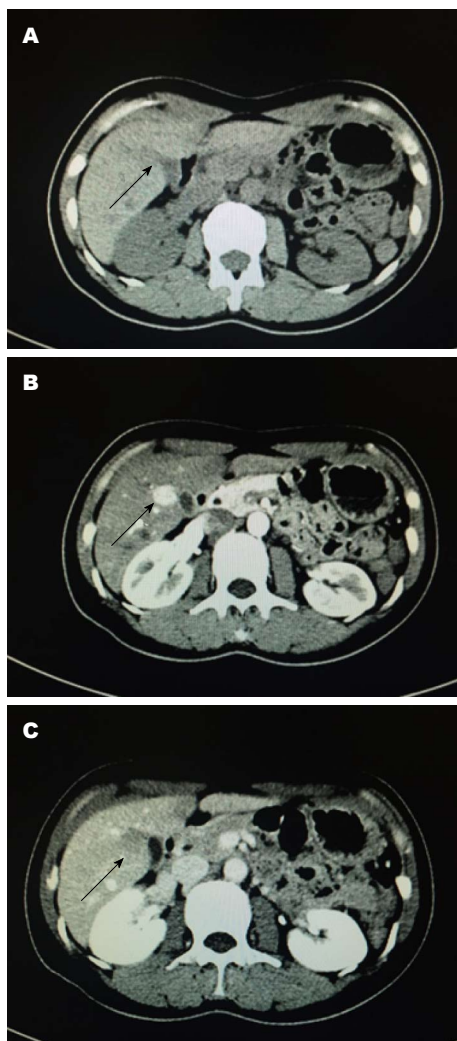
2016-04-05 CT图像. A: CT平扫显示病灶呈低密度, 圆形、边界清楚, 大小约1.5 cm(箭头所示); B: 动脉期: 病灶强化显著(箭头所示); C: 延迟期: 病灶强化减退(箭头所示).
